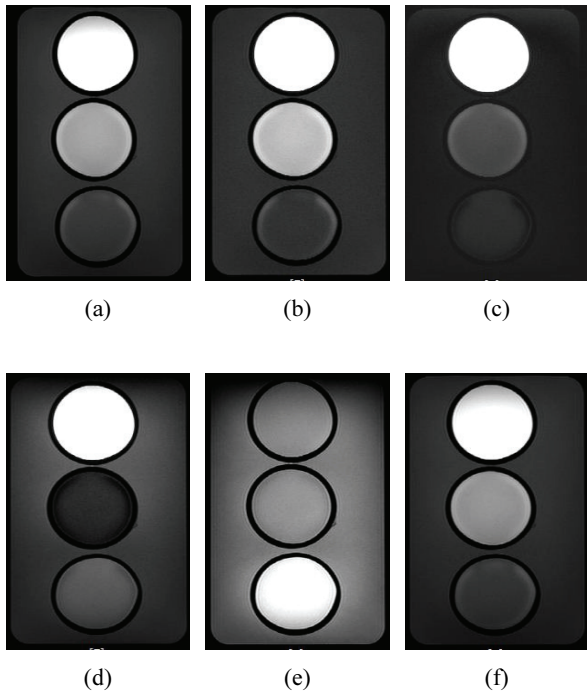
FLAIR MR imaging with inversion time. 2,800ms (a), 2,300ms (b), 1,800ms (c), 1,300ms (d), 800ms (e), delay 2,800ms (f).
